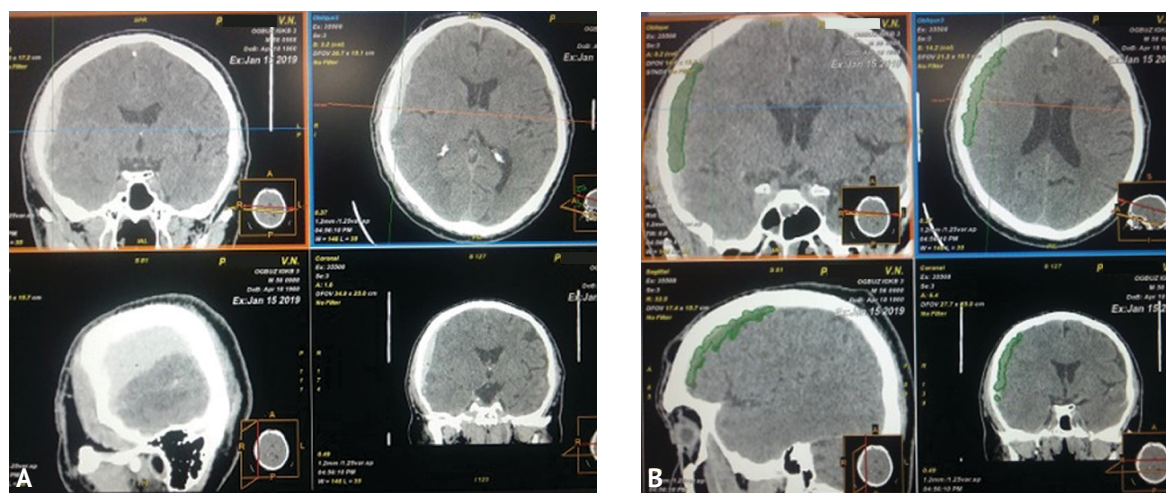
Мультиспиральное томографическое измерение объема внутричерепной гематомы (томограф GE Bright Speed-16): А — нативное изображение; В — постобработка в программе Volume Measurement
